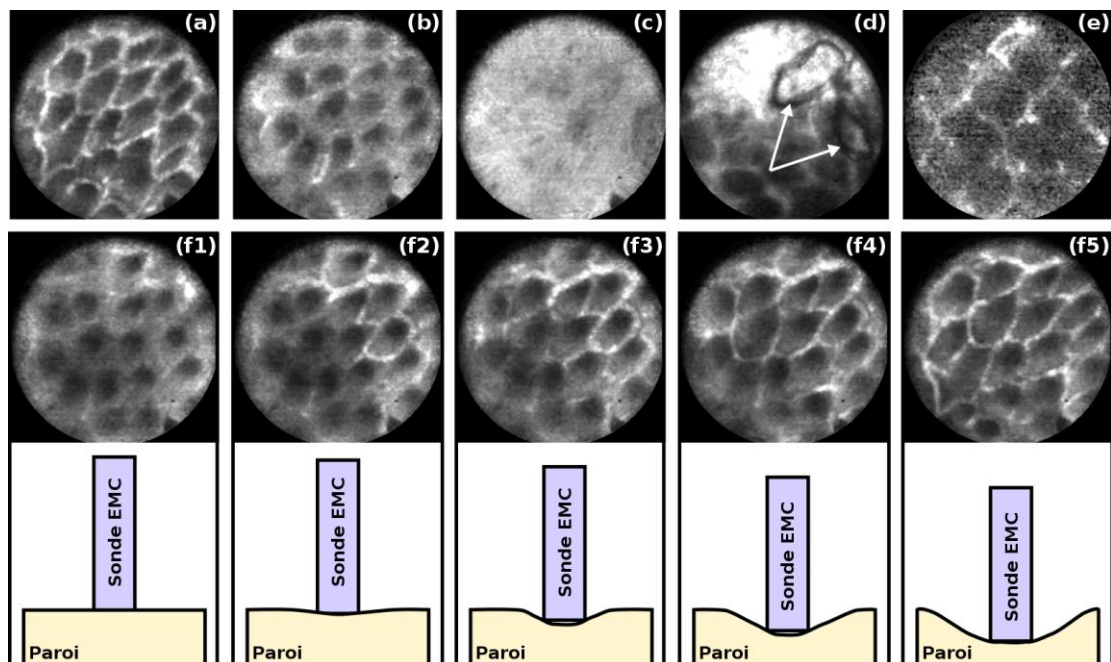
Tout comme pour les images de RMN, les images d'EMC peuvent être impactées par différents phénomènes diminuant la qualité des images. Le réseau vasculaire est correctement visualisé si la position de la sonde est optimale par rapport à la paroi (a). Dans le cas où la pression de la sonde est insuffisante (b), il est plus difficile de correctement visualiser le réseau vasculaire. Les éventuelles matières résiduelles présentes dans le côlon peuvent rendre l'image illisible (c) ou partiellement interprétable (d). Dans le cas d'une injection de FITC insuffisante, le signal est trop faible et rend l'image difficilement exploitable (e). Les images (f1) à (f5) illustrent l'effet de la pression de la sonde contre la paroi sur le rendu des images acquises.
